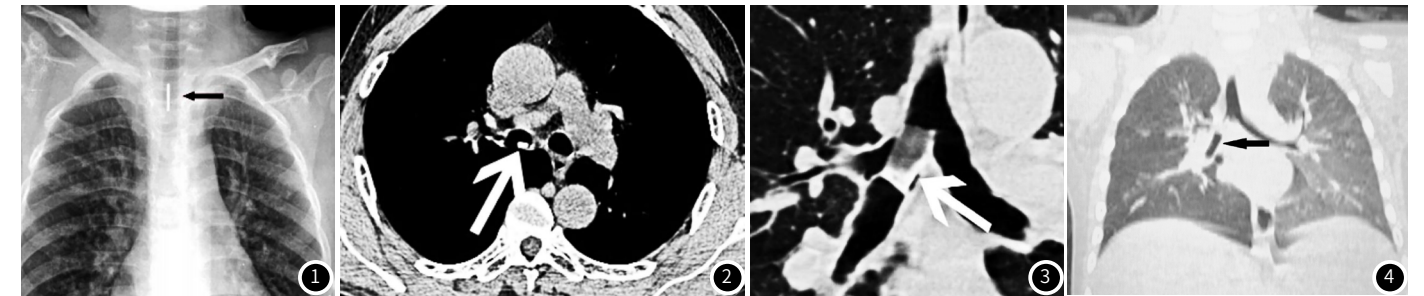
为患儿X线平片图像，患儿男，2岁，气管内可见条状异物。图2 为患儿MSCT图像，患儿为女性，2岁。图3~图4 分别为轴位及冠状位图像，右边主支气管管腔内可见条片状高密度影。
